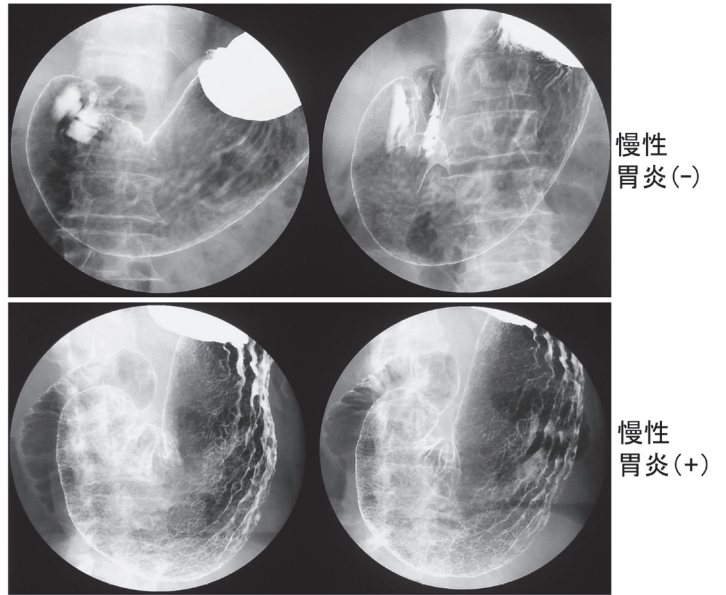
慢性胃炎なしと慢性胃炎ありのX線画像(皺壁像)
